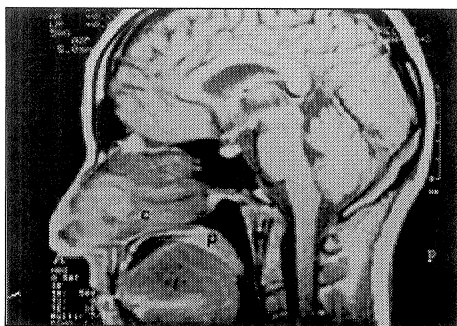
Corte sagital de RMN próximo à linha média, evidenciando estruturas de tecidos moles: C, corneto; P, palato mole; L, língua
